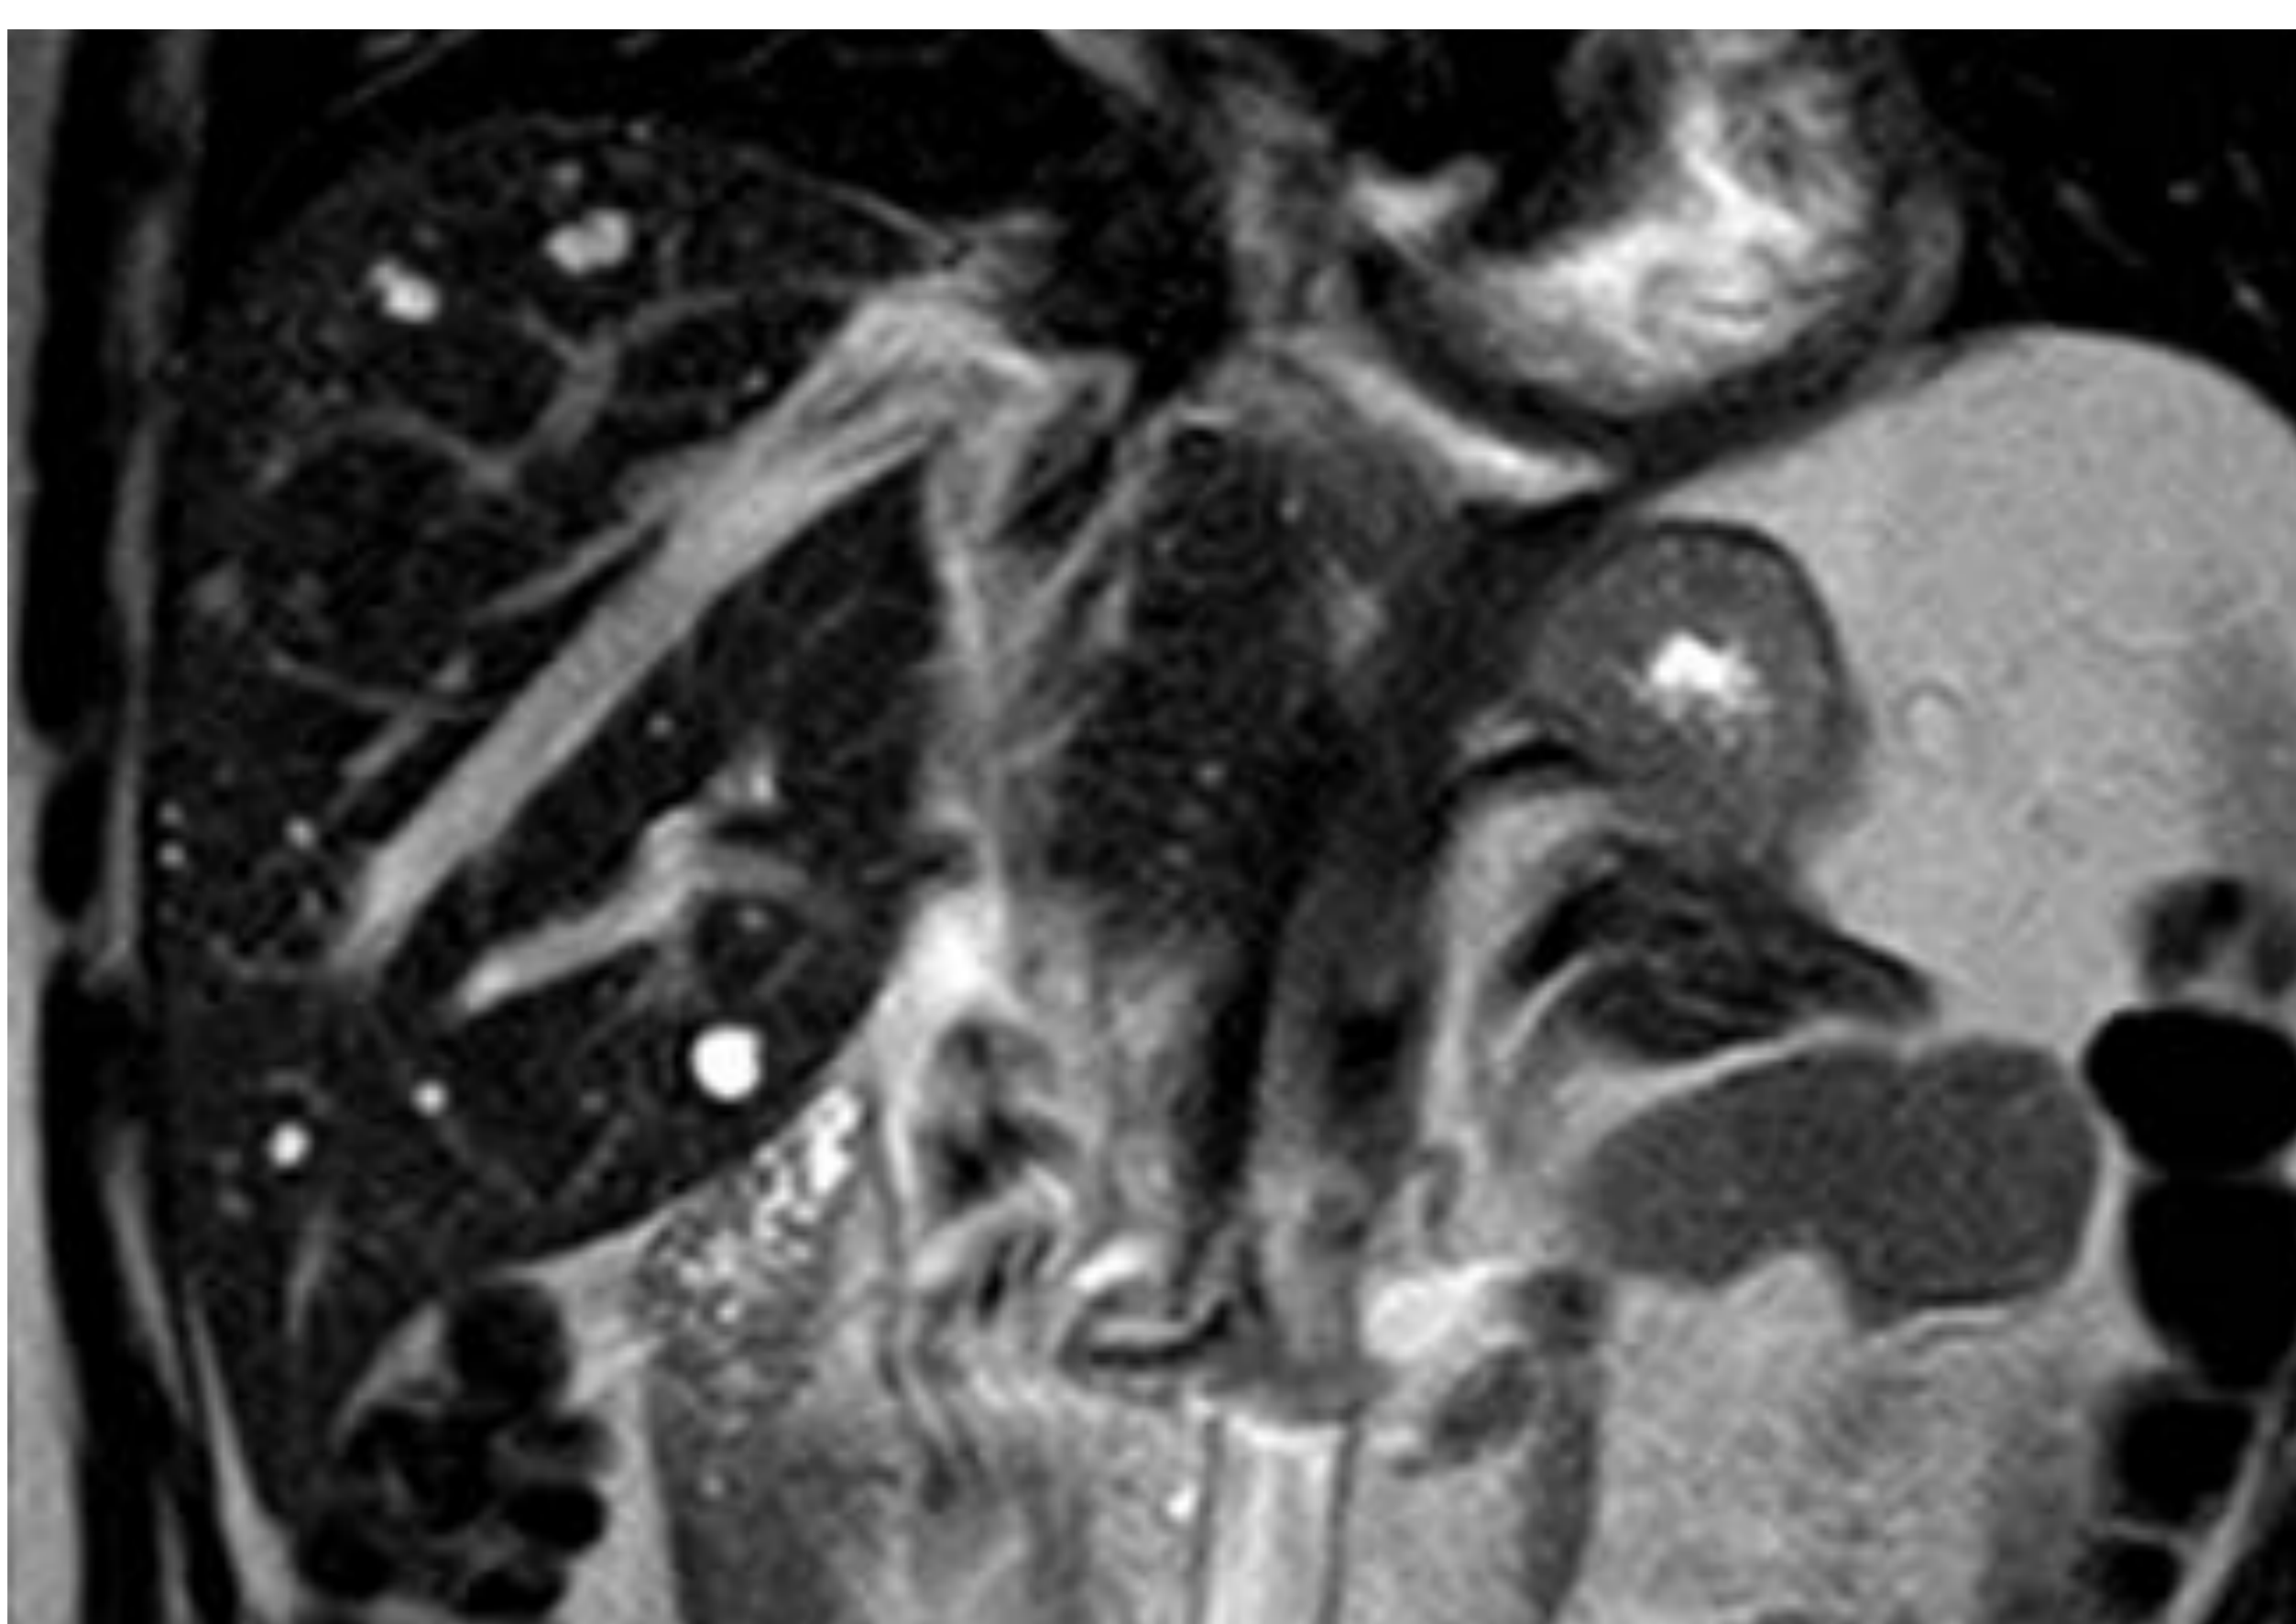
RM de abdomen. Secuencias T2. Se identifican múltiples lesiones focales hepáticas de morfología nodular y bordes bien definidos marcadamente hiperintensas en T2 (imagen en “cielo estrellado”) compatibles con hamartomas.
